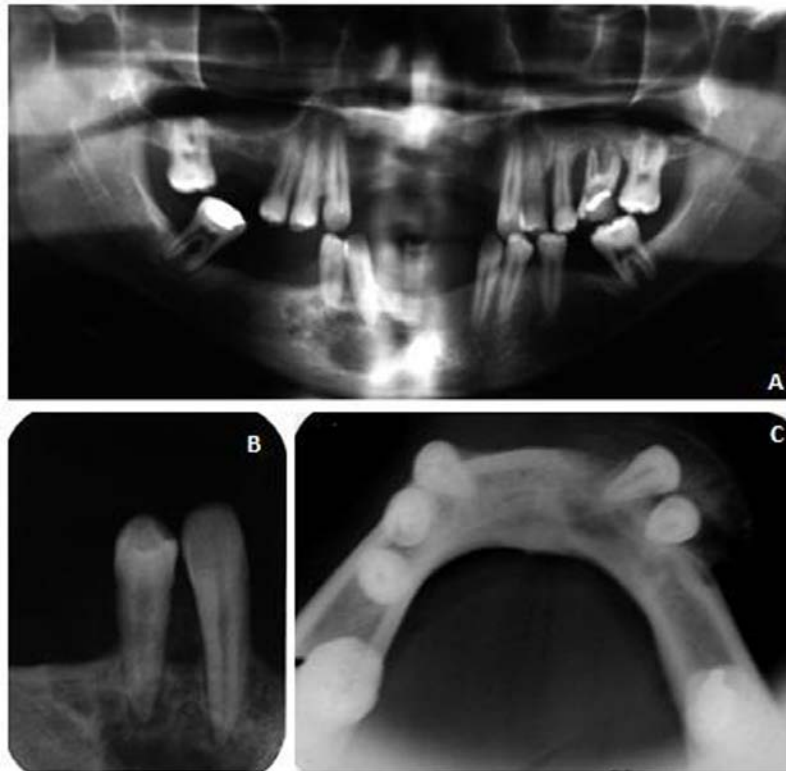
A: Radiografia panorâmica demonstrando área radiolúcida multilocular no corpo mandibular direito; B: Radiografia periapical da região dos dentes 43 e 44; C: Radiografia oclusal total de mandíbula indicando expansão da lesão e destruição da cortical vestibular
